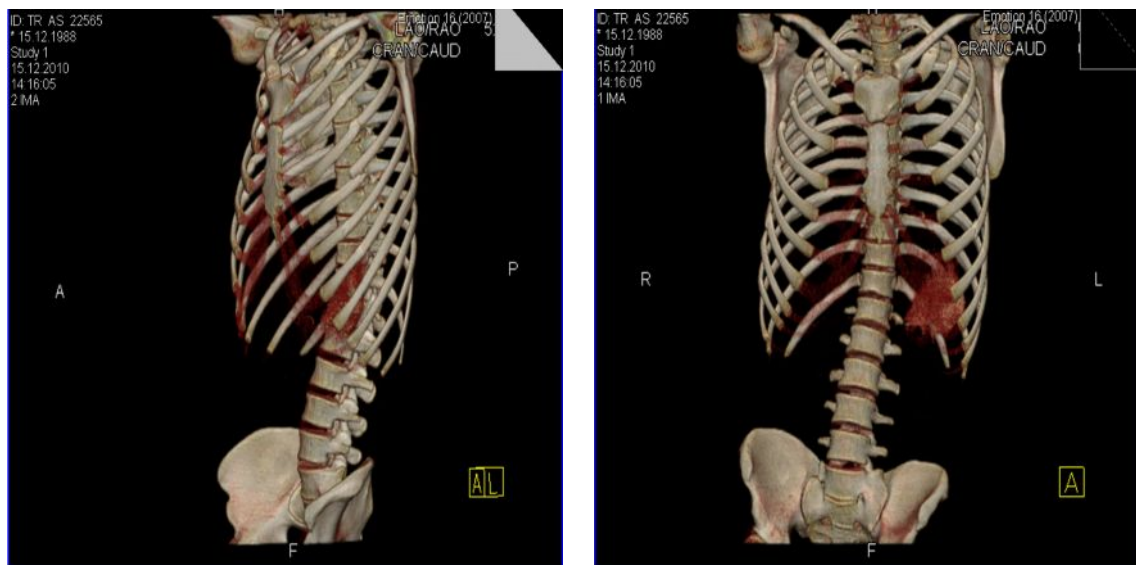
Modelare 3D conform datelor CT
